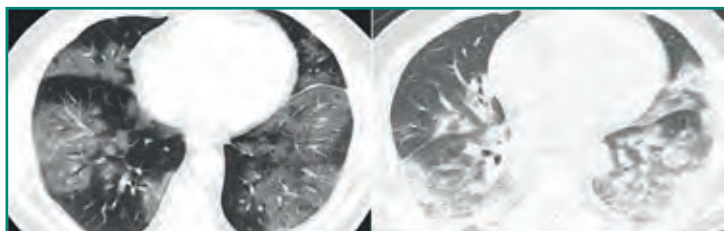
Apariencia de la afectación pulmonar por COVID-19 en TC en las primeras fases, con opacidades en vidrio deslustrado (izquierda). Progresión de la enfermedad con desarrollo de consolidaciones (derecha).
